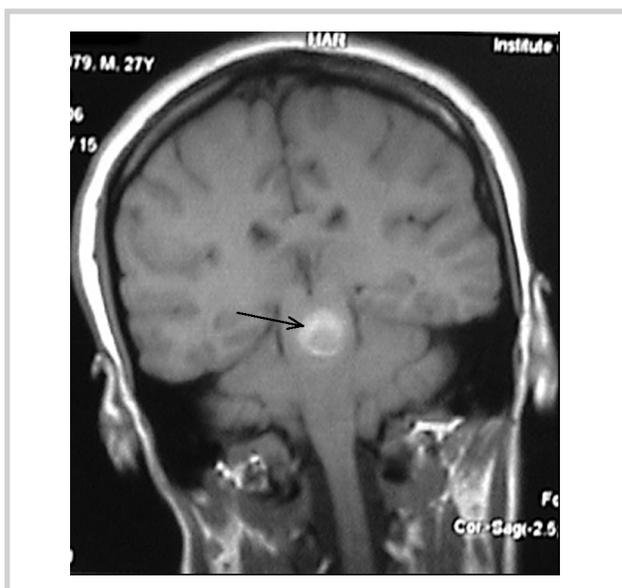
МРТ больной Т. с гематомой (стрелка) средних отделов понтомезэнцефальной области.
